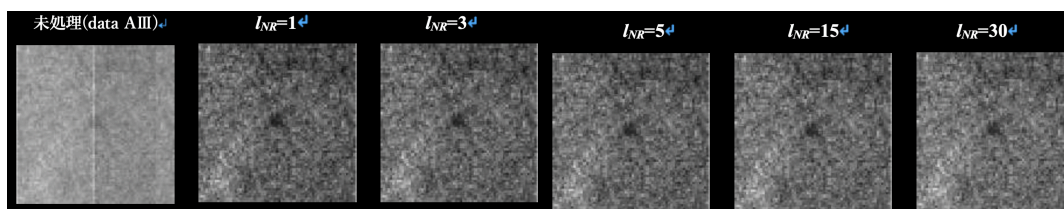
左から、治療ビームの散乱線が重畳されたX線透視画像、画像処理パラメータを変化させて散乱線を除去したX線透視画像。
